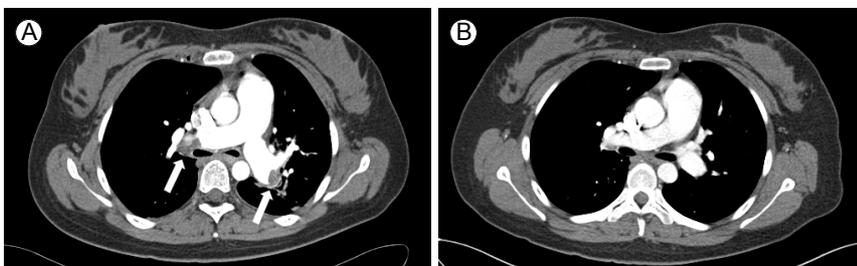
Computed tomography (CT) in case 1. (A) Initial CT showed multiple thrombi (arrows) in bilateral pulmonary arteries including the main pulmonary arteries. (B) A follow-up CT 9 months after discharge showed resolution of the thrombi in pulmonary arteries.
